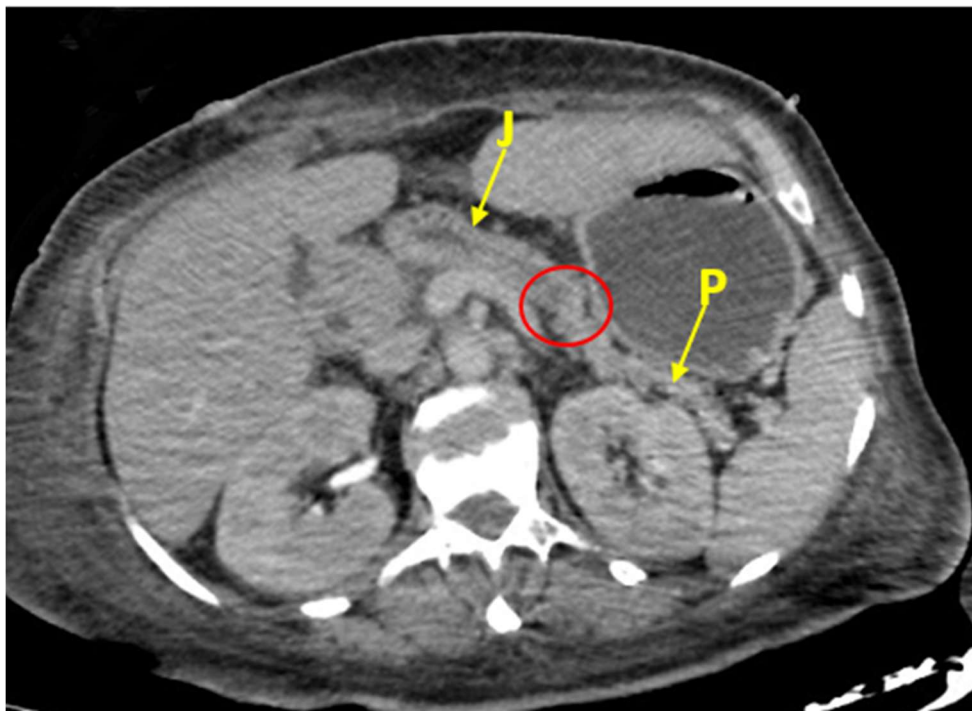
aspect TDM de l'anastomose pancréatico-jéjunale après une DPC (cercle rouge) ; noter l'atrophie du pancréas corporéo-caudal.
